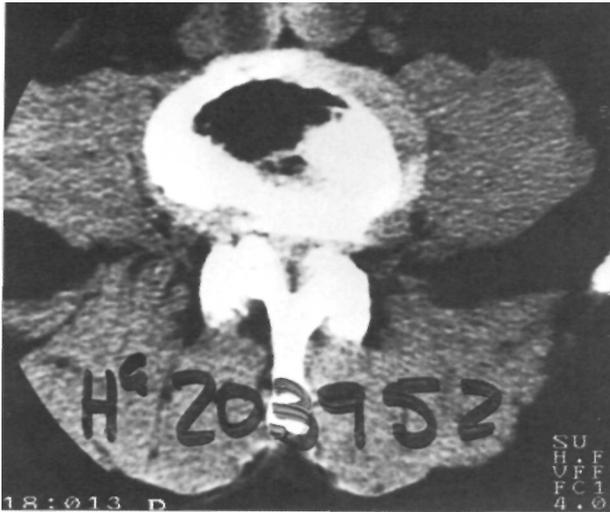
Imagen de TAC donde se aprecia una alteración en la forma del saco dural con hipertrofia facetaria y ocupación de recesos laterales.
